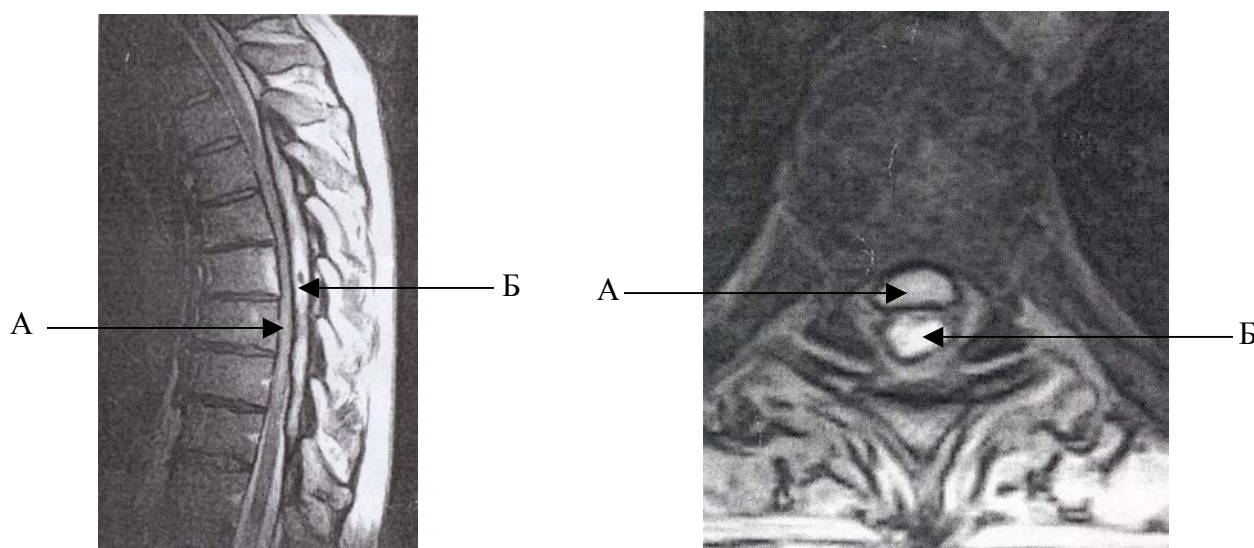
МРТ грудного отдела позвоночника больного Ф. (А – спинной мозг, Б – эпидурит).
